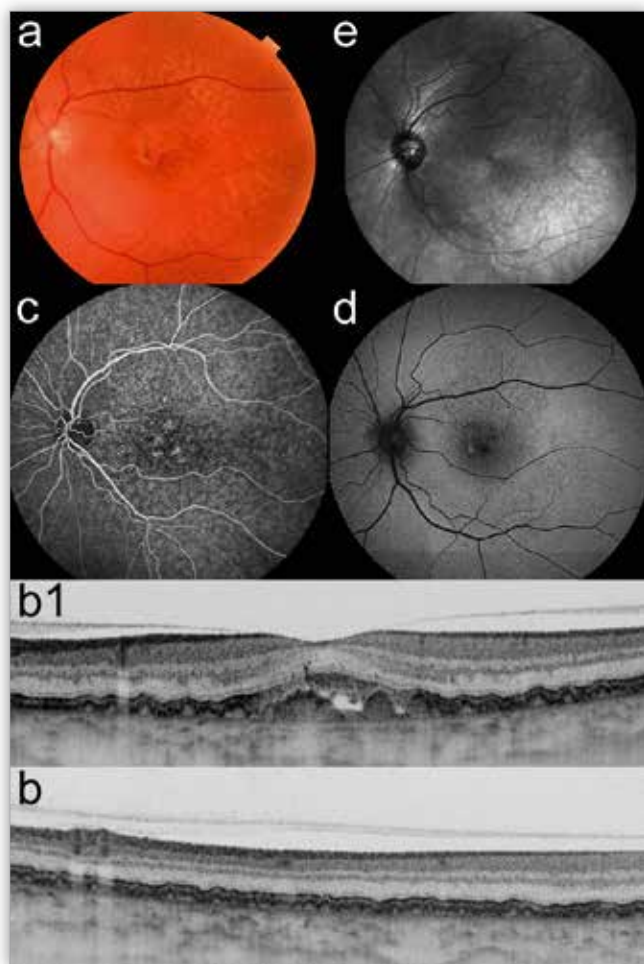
Calcified drusen: a. – color fundus photography, b. – swept-source optical coherence tomography, c. – fluorescein angiography, d. – fundus autofluorescence, e. – infrared fundus photography.
